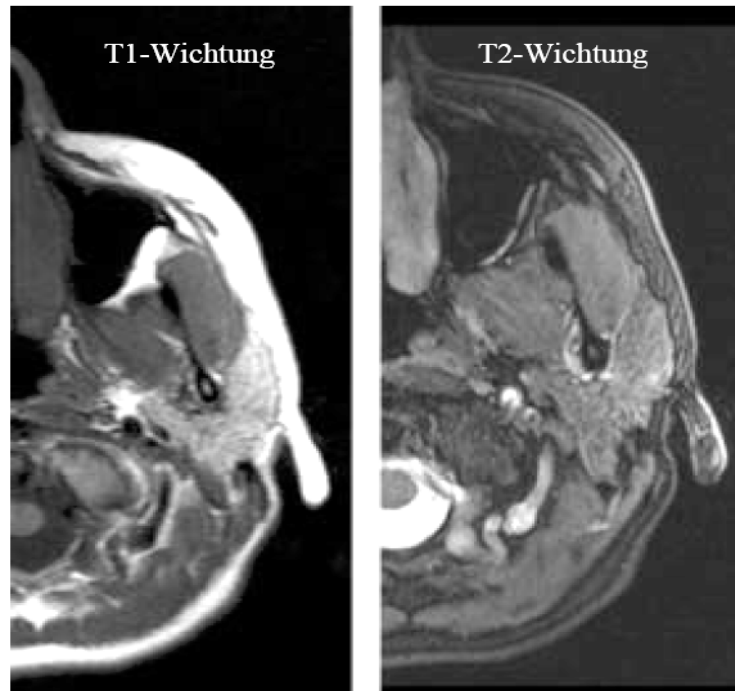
T1 und T2 gewichtetes MRT-Bild der Gl. parotidea
